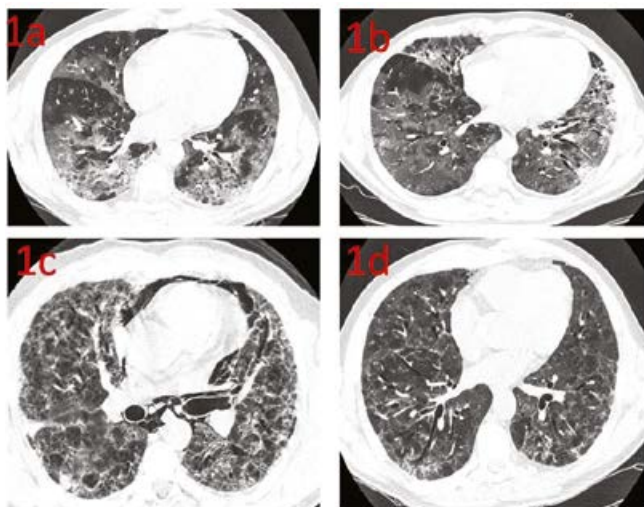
Рентгенологическая динамика легочного процесса у пациента Е.: 1а – срез легких при поступлении в ОРИТ; 1б – до начала гемосорбции в период цитокинового шторма; 1с – после окончания 96 часов гемосорбции и нормализации уровня ИЛ-6; 1д – перед выпиской. Срезы через средние отделы легких.
